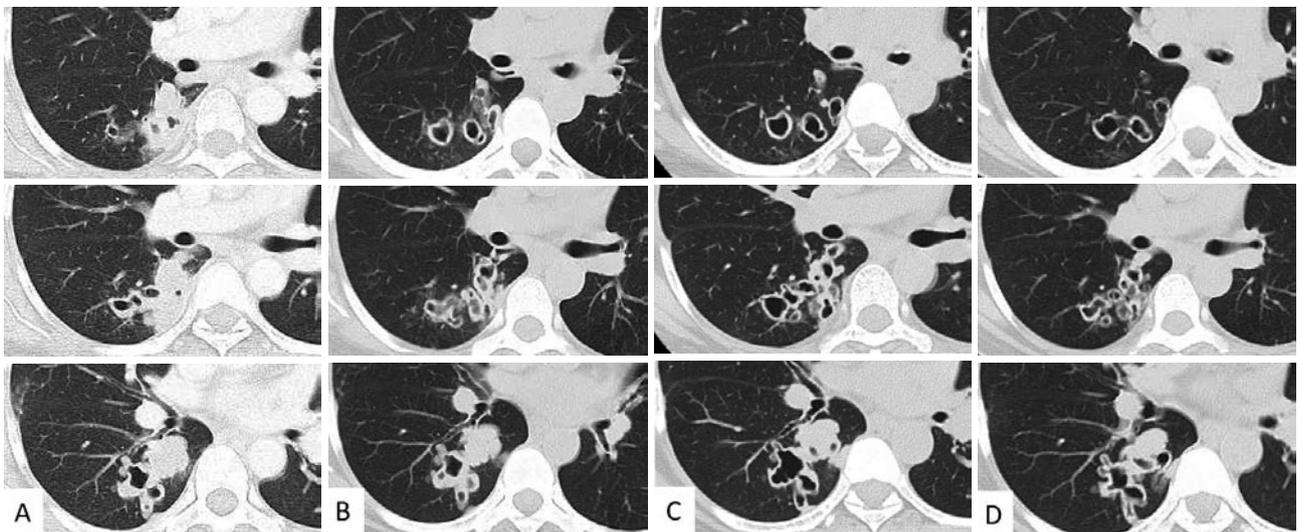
胸部単純CT. (A) 入院時. 右S6に結節影と壁の厚い空洞の集簇を認める. 気道散布性陰影は認めない. (B) 治療1ヶ月後. 空洞の増加と拡大を認める. (C) 治療5ヶ月後. 空洞の薄壁化とリング状の拡大を認める. (D) 治療1年後. 空洞壁の肥厚と内腔の縮小を認める. 結節影は縮小を認める.
